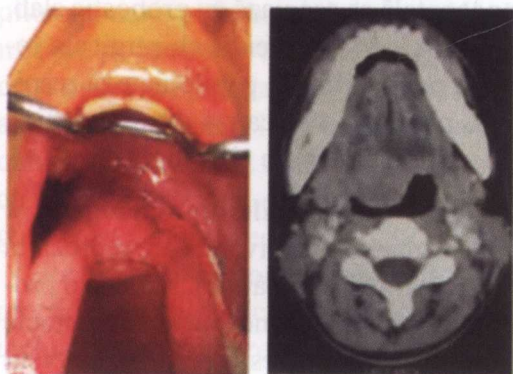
Adenom pleomorf al bazei limbii: aspect preoperator la examinarea (stânga) și la CT (dreapta)
